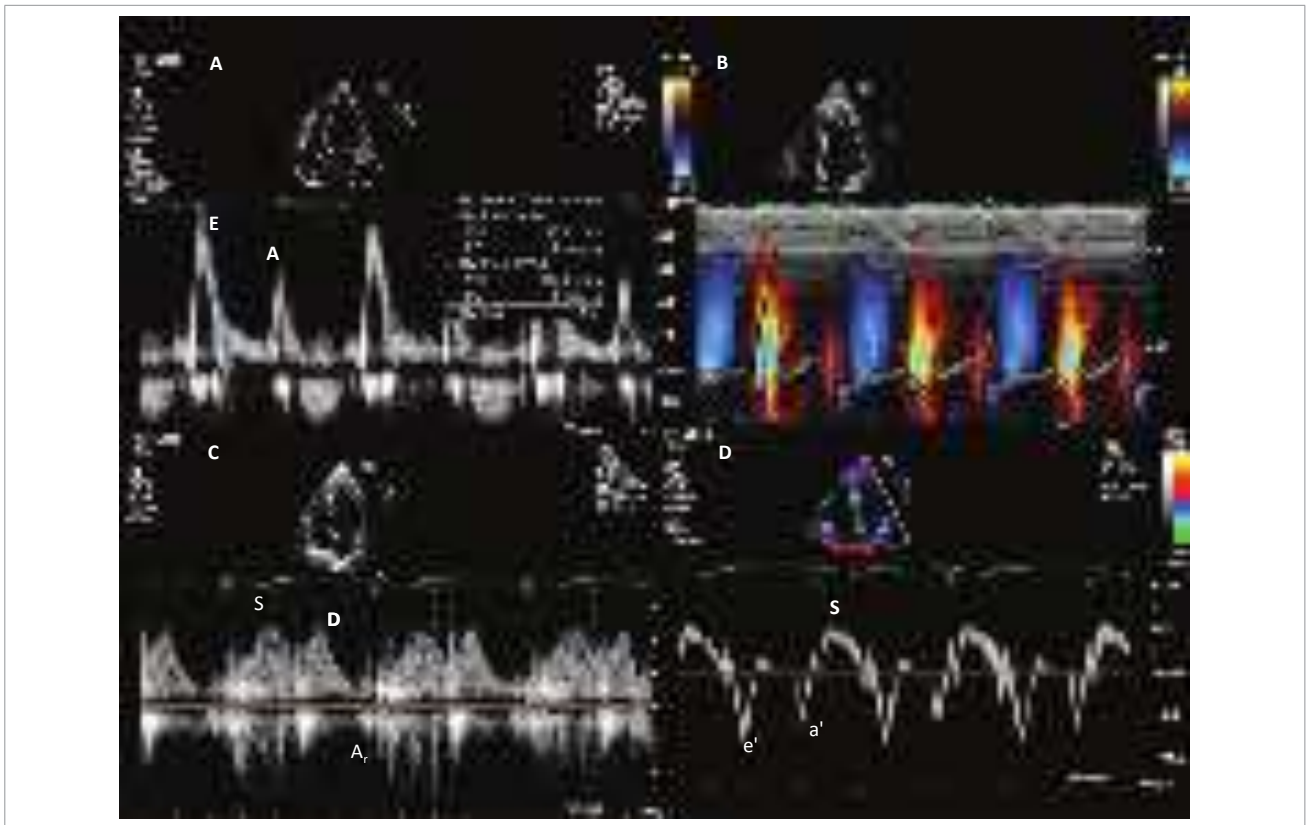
Métodos para avaliação da função diastólica. (A) Estudo Doppler da valva mitral evidenciando as ondas E e A e o tempo de desaceleração (linha azul). (B) Medida da velocidade de propagação (V_p) ao modo M colorido (rampa de desaceleração indicada pela linha preta). (C) Fluxo das veias pulmonares demonstrando os componentes sistólico (S), diastólico (D) e onda A reversa (A_r) ao Doppler pulsátil. (D) Doppler tecidual do anel mitral septal evidenciando as ondas e' , a' e S' .
